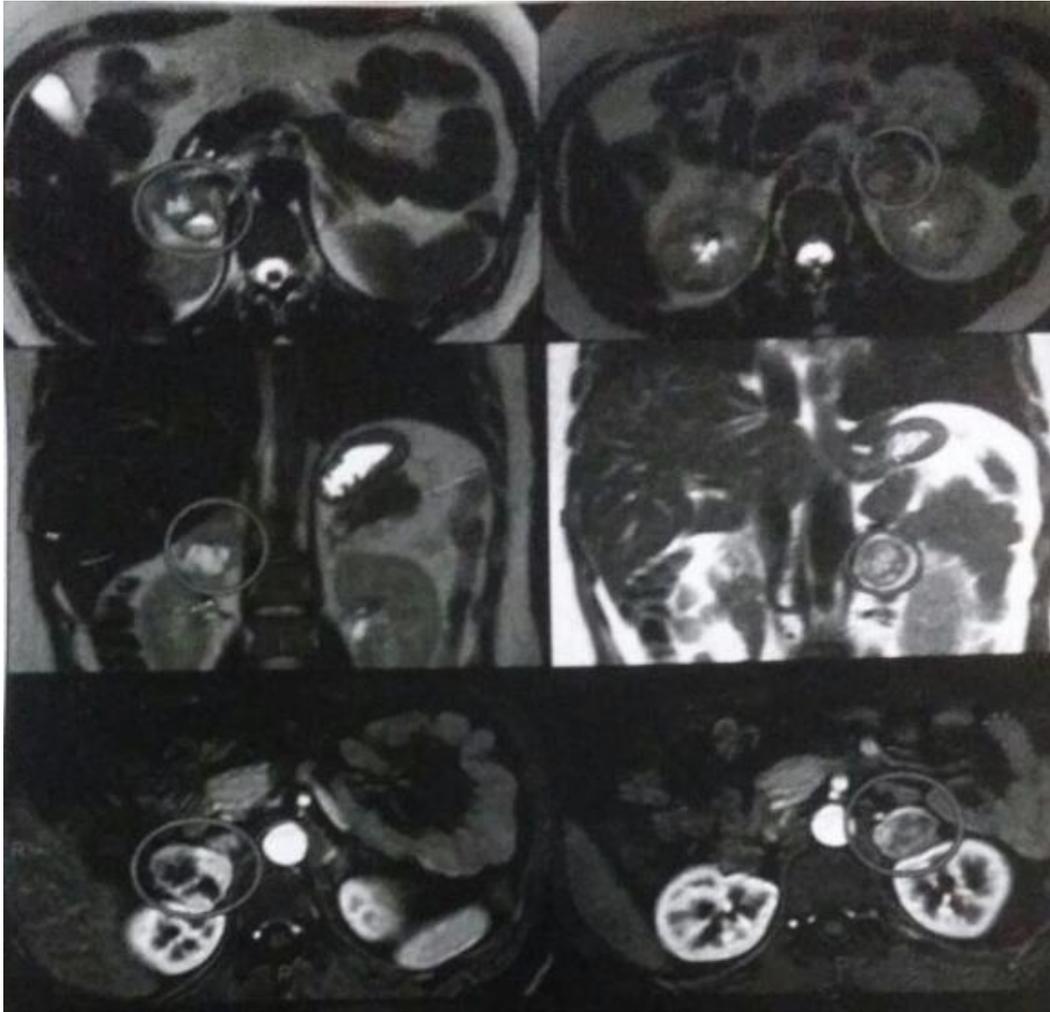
Imagens de ressonância magnética do abdome evidenciando lesões adrenais à esquerda e à direita (destacadas com círculos).
